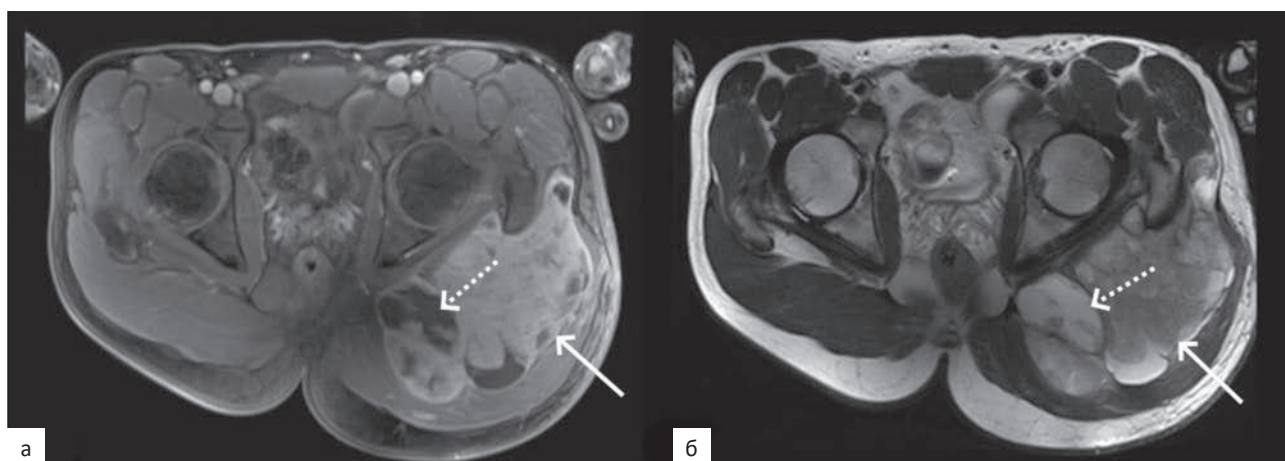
Пациент К. 15 лет. СС мягких тканей левой ягодичной области, GIII. На аксиальных срезах МРТ-изображений: T_1 -ВИ (а) и T_2 -ВИ (б) отмечается узловое образование (изменения указаны стрелкой) с зонами некрозов/кровоизлияний (изменения указаны пунктирной стрелкой)
